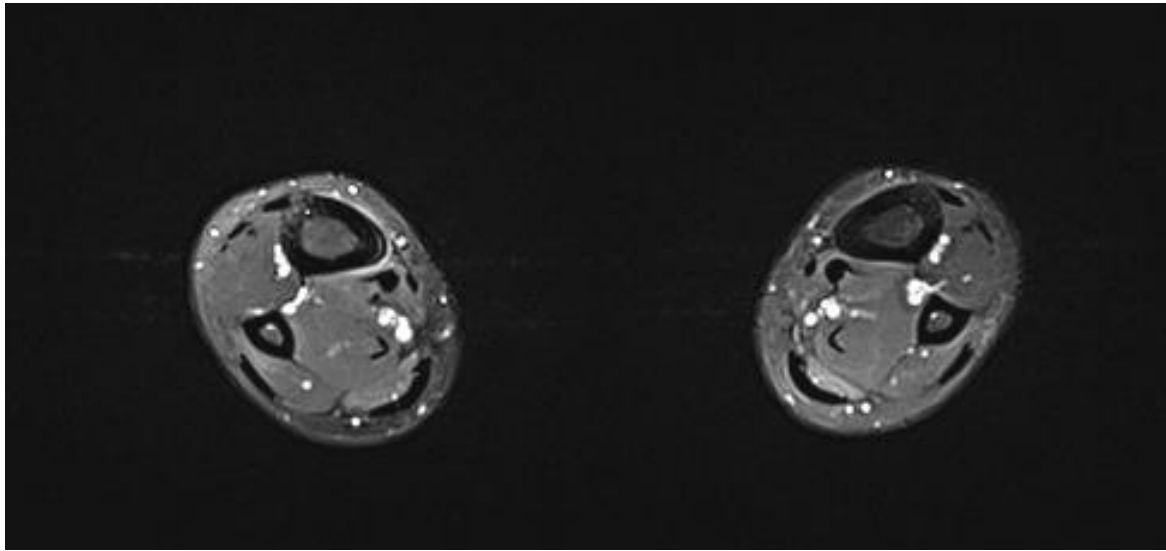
IRM en STIR, image de syndrome d'hyper sollicitation mécanique tibial médial grade 1 de Fredericson (périostite)
